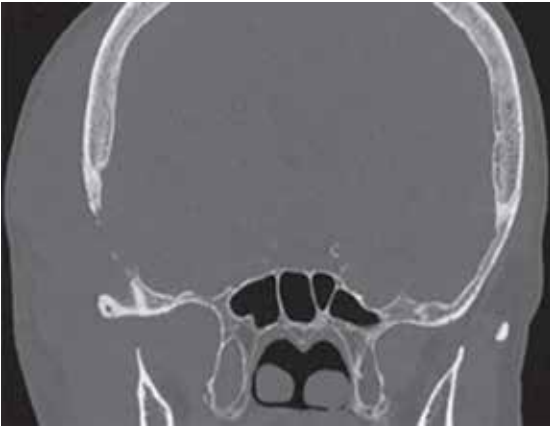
Те саме спостереження. КТ скроневих кісток. Фронтальна проекція В області луски правої скроневої кістки – деструктивний процес з оголенням твердої мозкової оболонки
